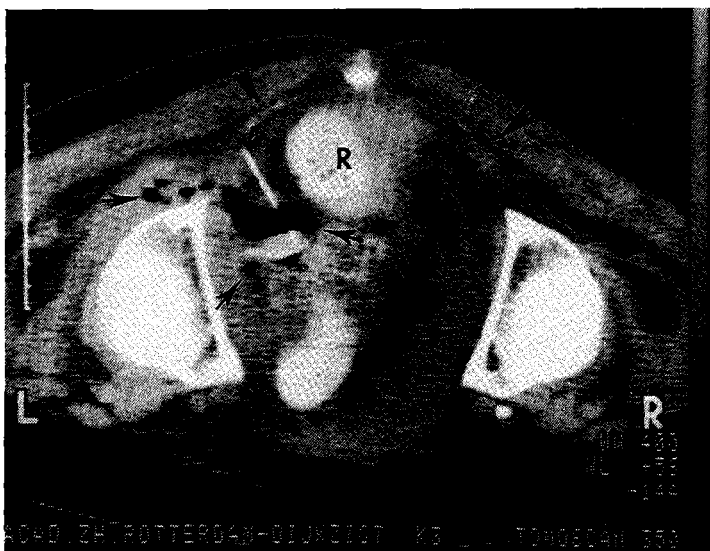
CT scan bij patient in buikligging. In het kleine bekken bevindt zich een groot pararectaal deels luchthoudend abces ➤. De punctieroute loopt op het niveau van het ligamentum sacrospinale ➤ en zo dicht mogelijk langs het rectum (R). De naald ➤ valt slechts ten dele in het scanvlak.
